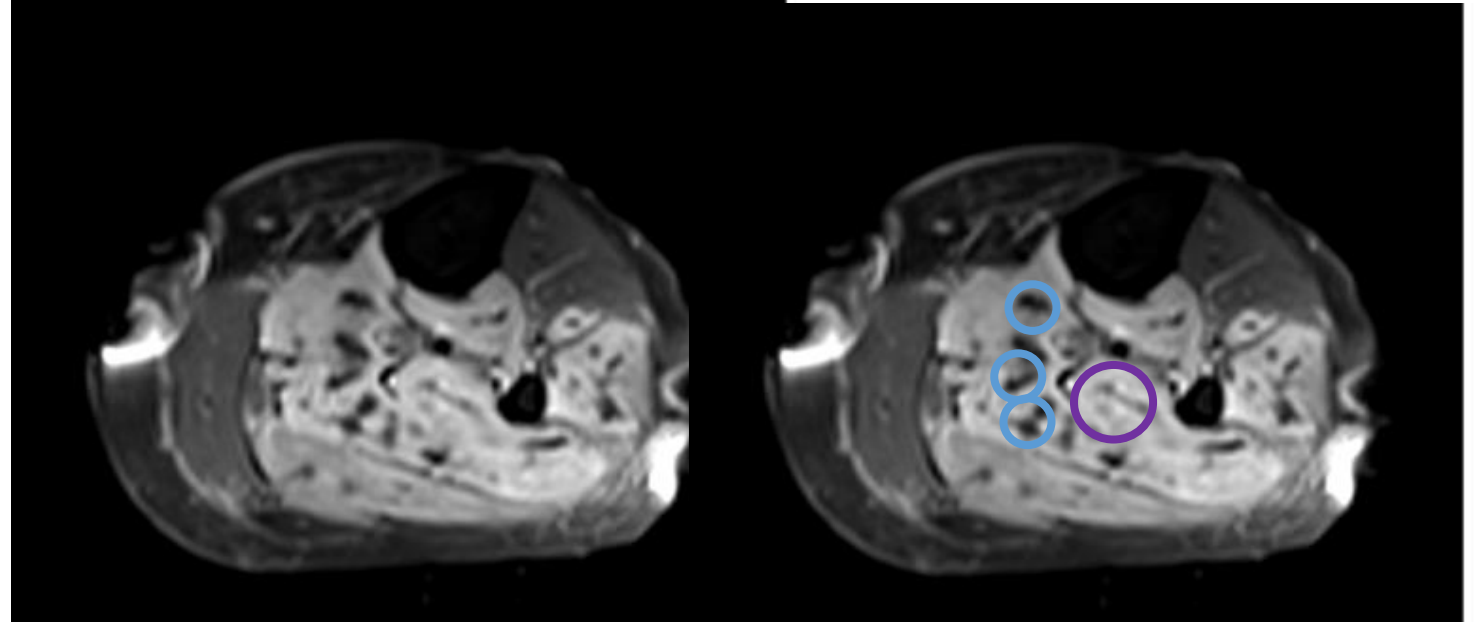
RM de pierna izquierda T1 fat sat con contraste (Gd):
